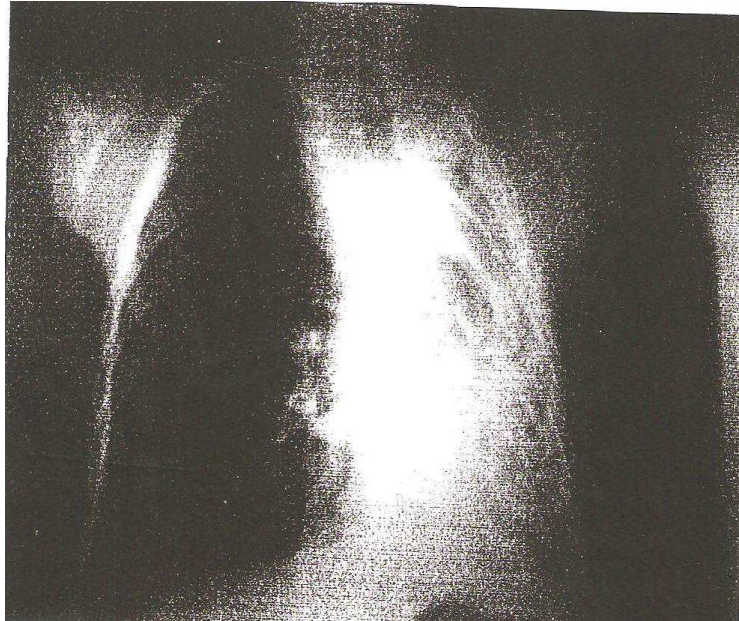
Radiographie pulmonaire de face montrant un poumon gauche détruit
